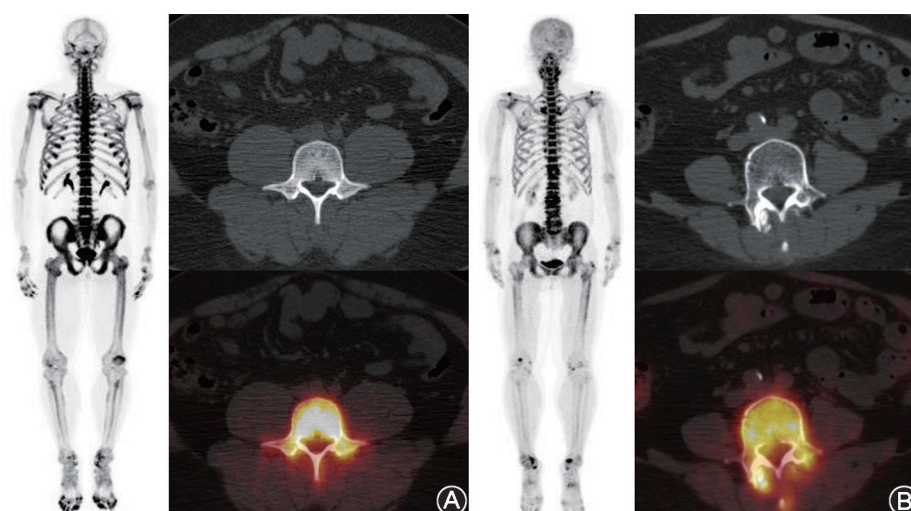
关节炎患者 ^{18}F -NaF PET/CT 显像图 A.关节炎患者(男, 28 岁) ^{18}F -NaF PET/CT 显像显示 L4 椎体水平横断面可见 L4 椎体骨质密度正常, SUV_{max} 17.5, SUV_{mean} 11.8, SUV_{peak} 12.4; B.关节炎患者(女, 60 岁) ^{18}F -NaF PET/CT 显像显示 L4 椎体水平横断面可见 L4 椎体骨质密度减低, SUV_{max} 11.4, SUV_{mean} 7.4, SUV_{peak} 8.3, 较年轻患者明显减低
